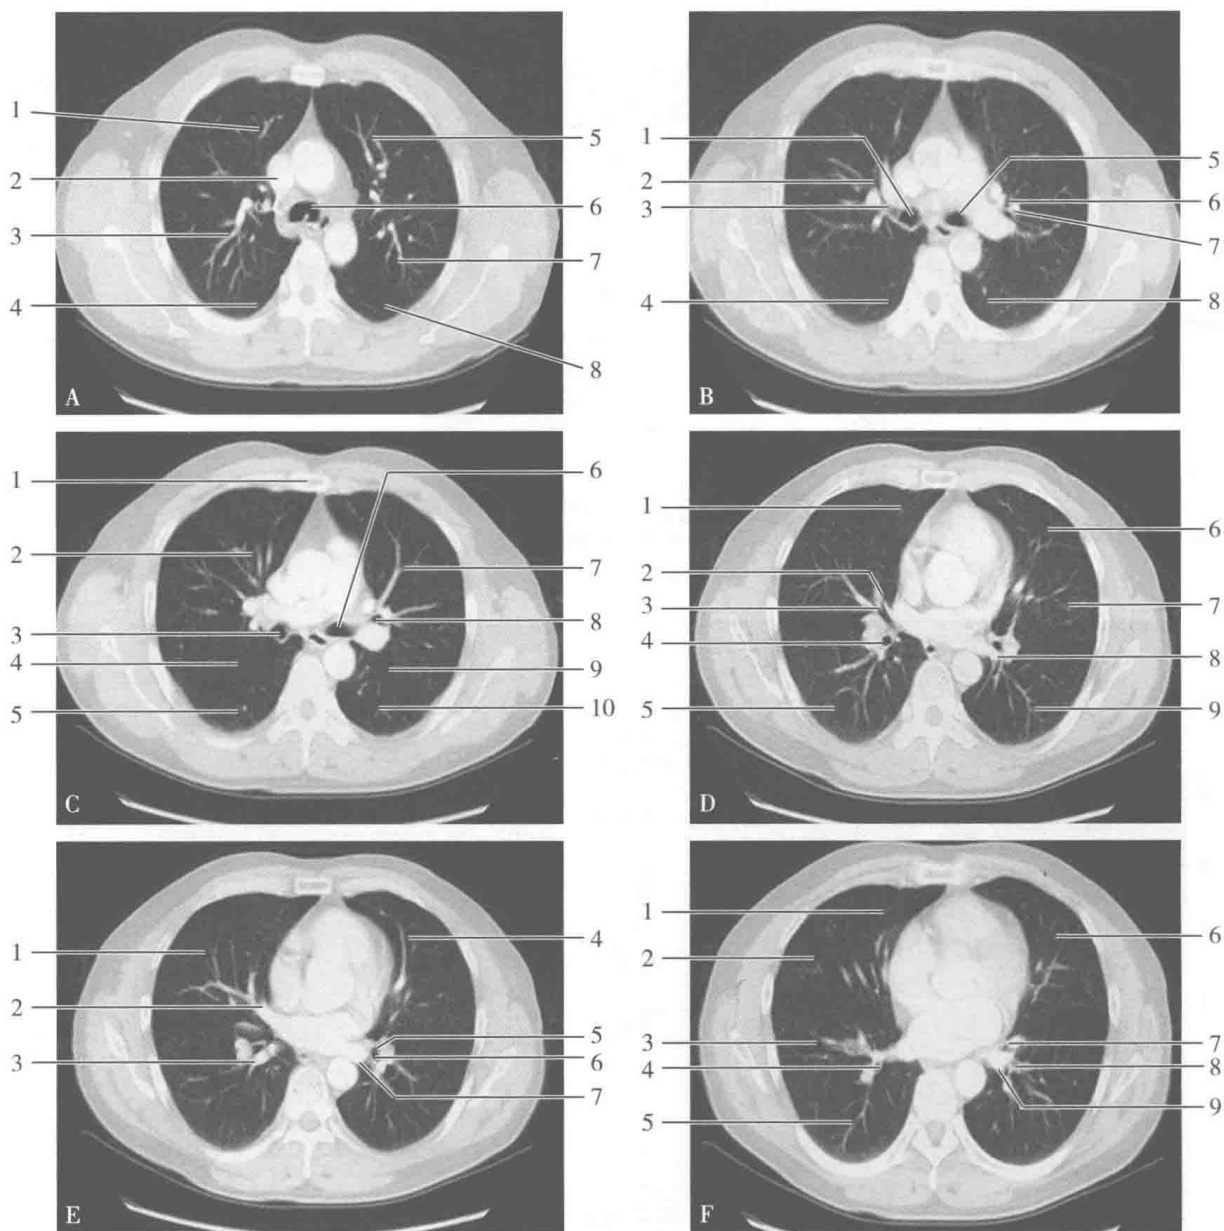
胸部正常 CT 横断面增强扫描:肺窗
